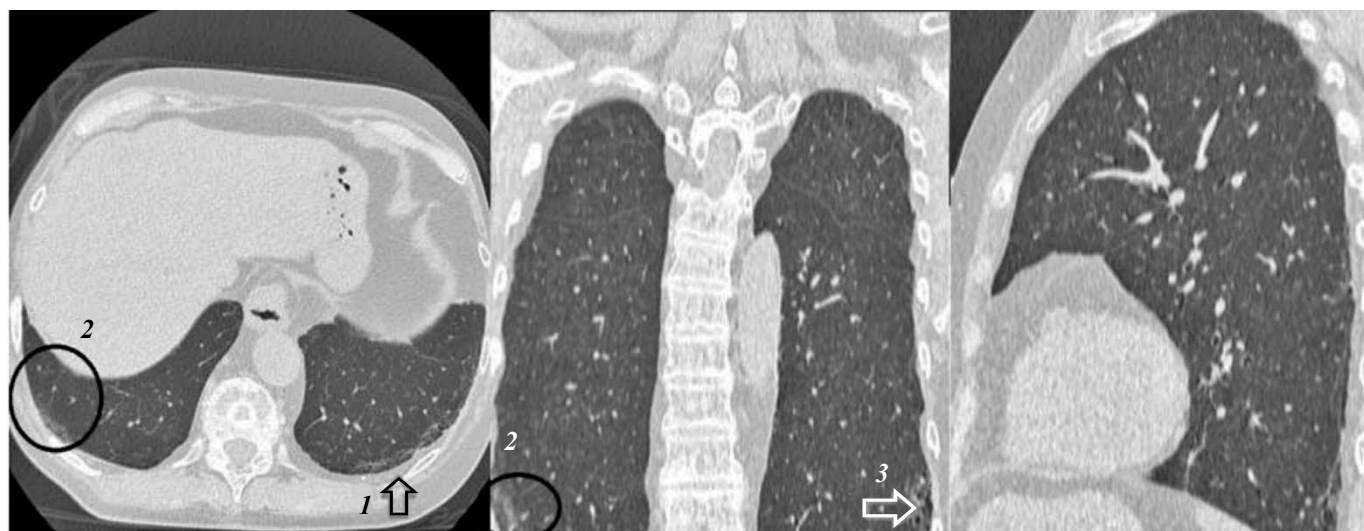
КТ-картина от 01.06.2022: 1 — ретикулярные изменения в базальных субплевральных отделах уменьшились в размерах, идентичны изменениям от 24.02.2020; 2 — очаг консолидации нивелирован без остаточных изменений; 3 — тракционные бронхоэктазы, бронхиолоэктазы в базальных субплевральных отделах — без динамики
